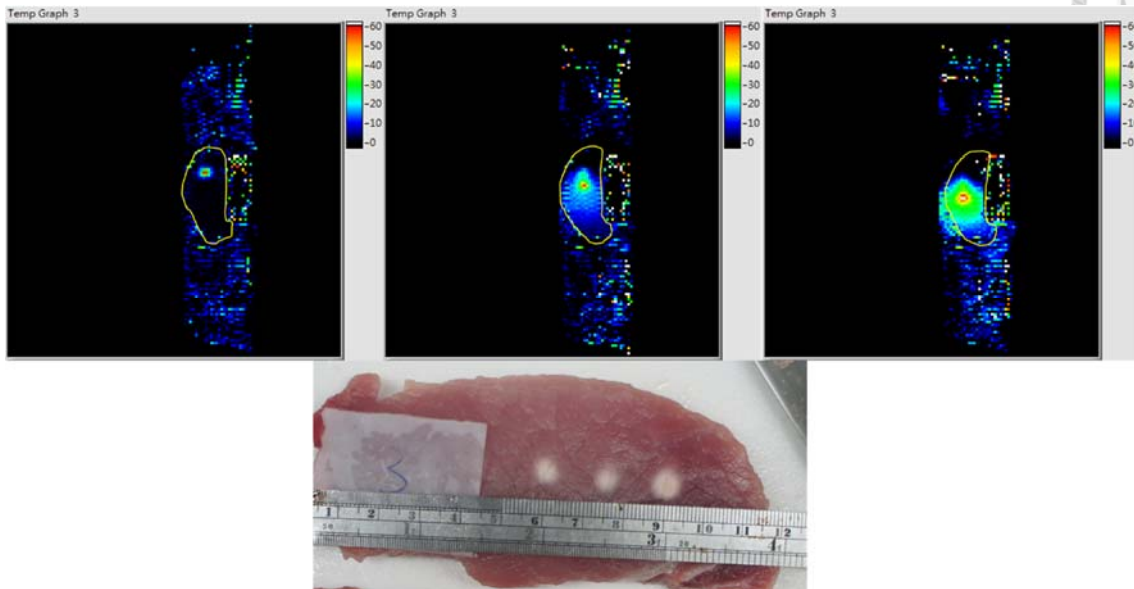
MRI 溫度影像與實際燒灼區域比對圖
